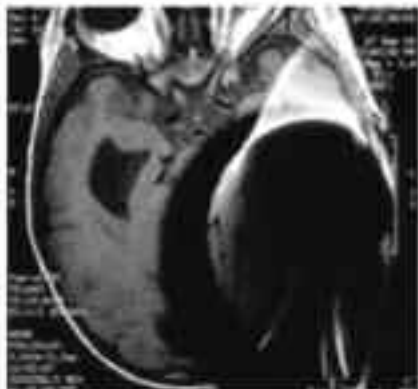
Échantillon d'IRM avec aimant en place. Présence de niveau de distorsion et d'artefact importants.
